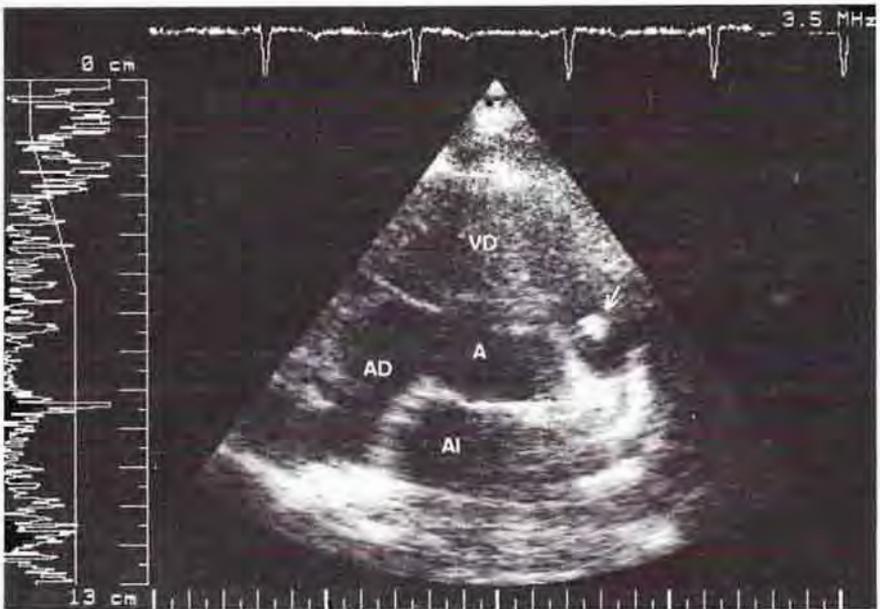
Ecocardiograma bidimensional de un niño con estenosis pulmonar congénita y endocarditis por *Streptococcus viridans*: se observa una verruga sobre la válvula (flecha). VD: ventrículo derecho; A: aorta. AD: aurícula derecha. AI: aurícula izquierda.
